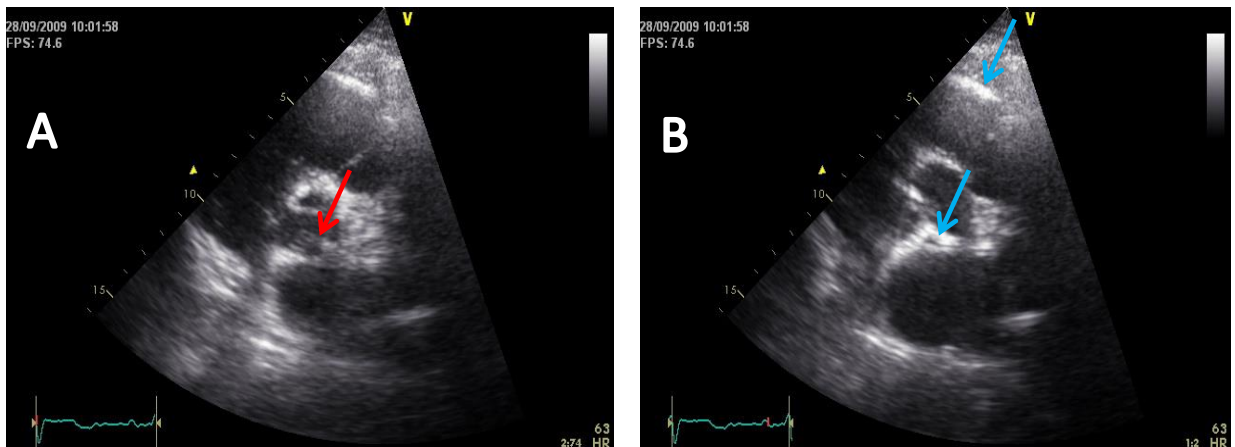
Modo B. Paciente que corresponde al primer grupo de la presente tesis (ver más adelante) El efecto de la dirección de la superficie reflectante en una imagen eje corto a nivel de la válvula aórtica. A-Protodiástole B-Mismo estudio en telerdiástole. El eco resultante de la interfaz de velo valvular aórtico-sangre (flechas) es mucho más fuerte en las regiones en las que las superficies son perpendiculares a los rayos de ultrasonido (flechas azules), en comparación con la región donde la superficie es oblicua a los haces de ultrasonidos (flecha roja).
